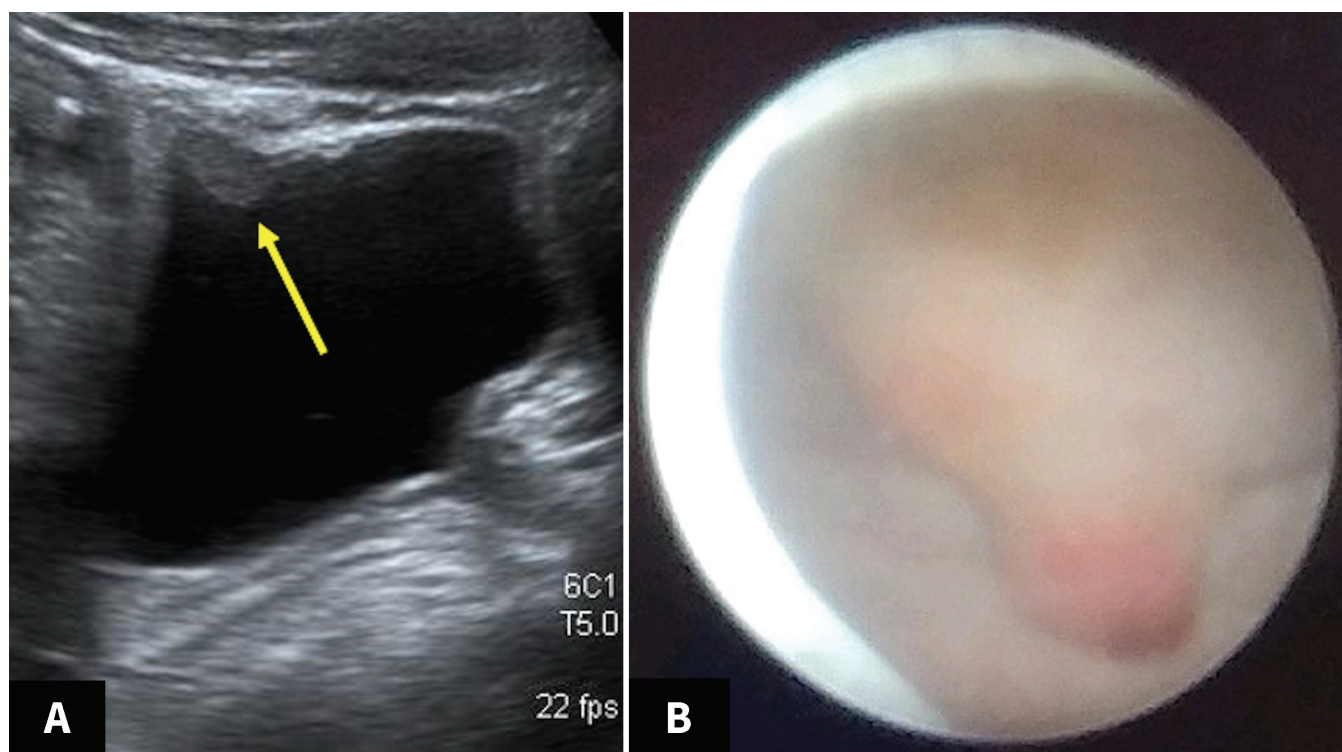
(A) Échographie d'un garçon de 12 ans atteint de schistosomiase urinaire, révélant une lésion de 1 cm dépassant de la paroi antérieure de la vessie. (B) Image endoscopique montrant des masses érythémateuses d'apparences solides sur le dôme de la vessie et sur sa paroi postérieure.
